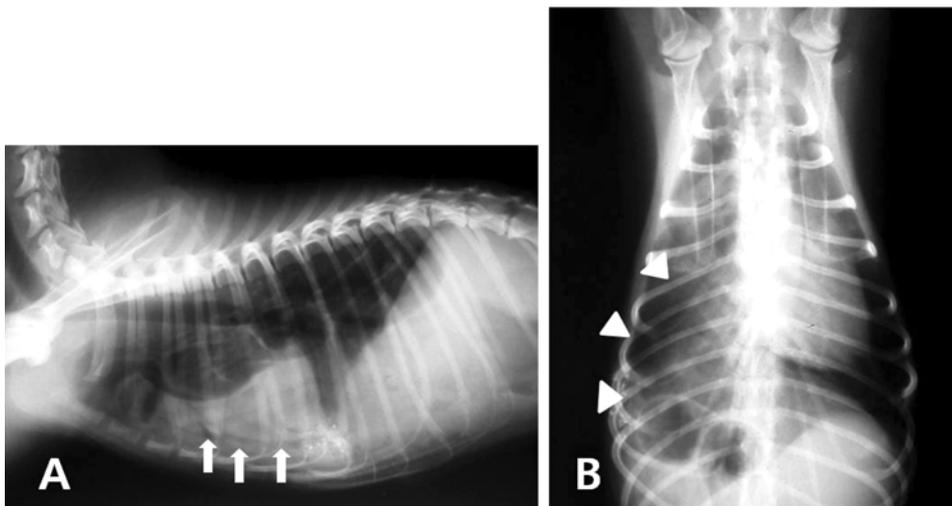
Thoracic radiographs of case 3. (A) On lateral view of thorax, loss of the cardiac silhouette and the air-filled intestinal loops (arrows) are observed. (B) On ventrodorsal view, the herniated stomach (arrow heads) and intestinal loops are observed in right thoracic cavity. The lateral displacement of heart is also observed.
